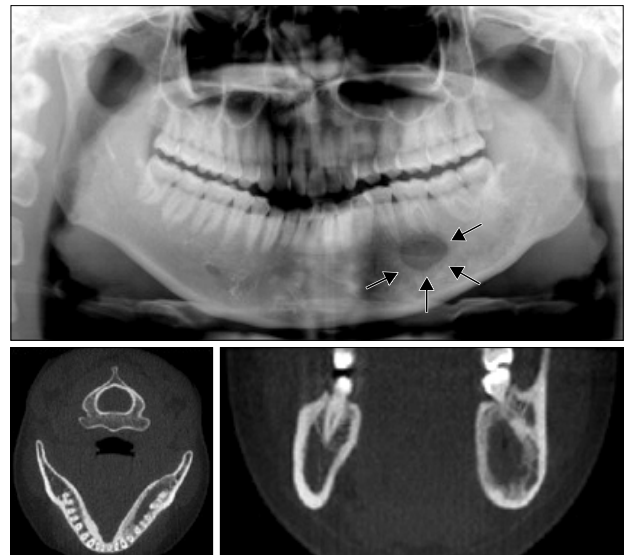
The panoramic view & CT of 10 months after surgery. The panorama graphic view showing a decrease of cystic size (arrow). The axial and coronal section of CT depicting the new bone formation along the cystic border.
